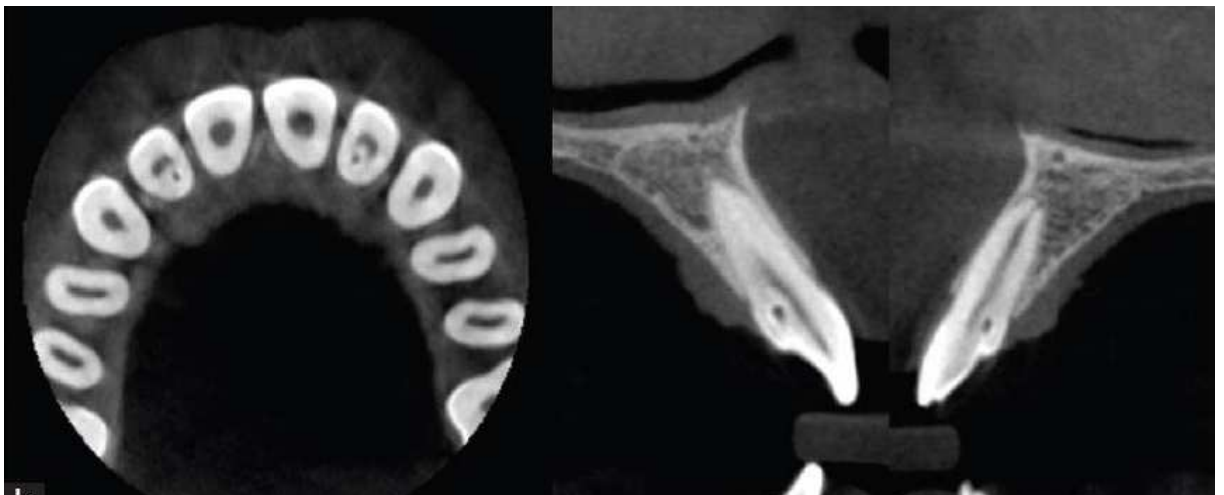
Images du CBCT indiquant des invaginations de type II de Oehlers sur 12 et 22. [4]
